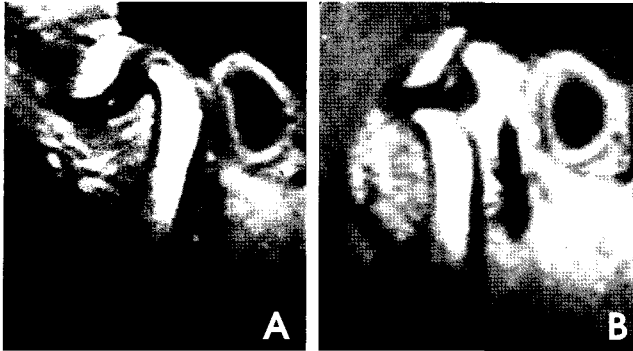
Proton MR images show anterior disk displacement with reduction (Stage II A. closed B. opening).
